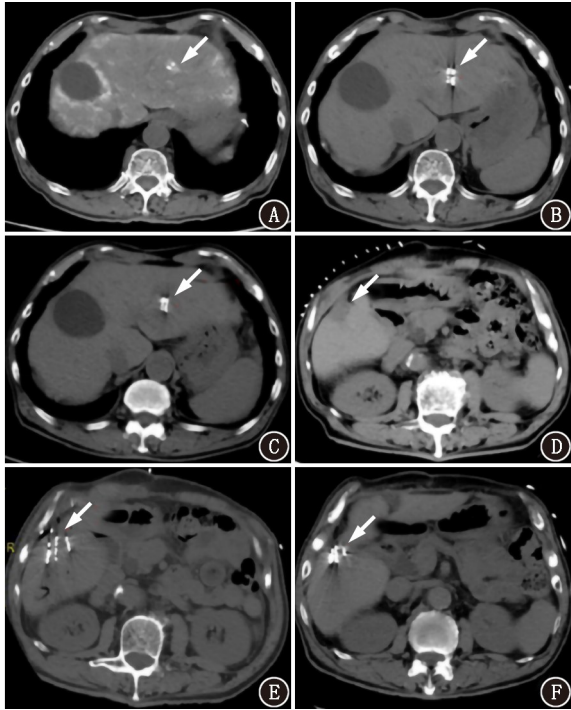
肝细胞癌术后患者(男,55 岁)CT 平扫图像。A.肝 S2 段肿瘤区域碘油沉积欠佳;B.肝 S2 段粒子植入术后,共植入<sup>125</sup>I 粒子 10 颗;C.治疗后 1 年复查,肝 S2 段病灶较前明显减小;D.肝 S6 段肿瘤区域碘油沉积不良;E.肝 S6 段粒子植入术后,共植入<sup>125</sup>I 粒子 15 颗;F.治疗后 1 年复查,肝 S6 段病灶较前明显减小;红箭头示<sup>125</sup>I 粒子植入后明显变小的病灶
